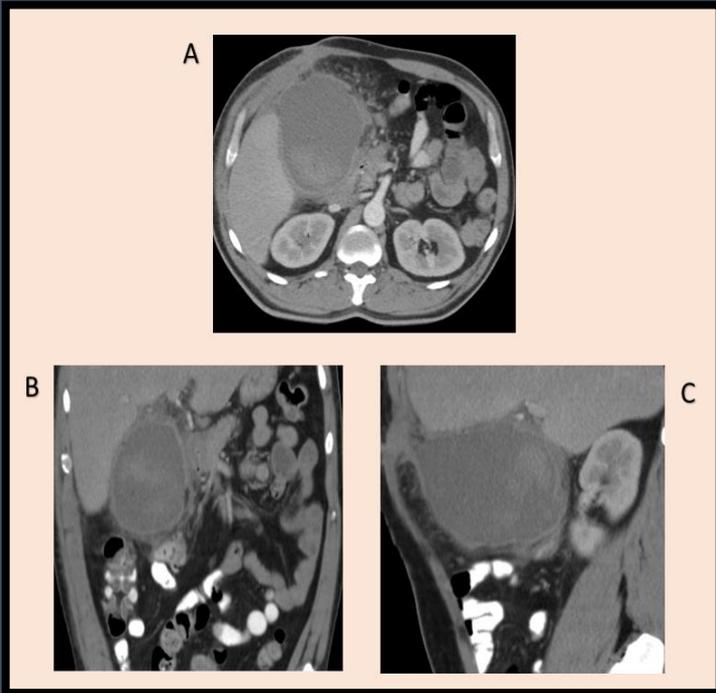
TC de abdomen con contraste EV, Cortes Axial (A), Coronal (B) y Sagital (C), evidenciándose colección líquida a nivel del lecho vesicular, nótese la presencia de una pseudocapsula que realza tras la administración del contraste endovenoso compatible con Bilioma.
